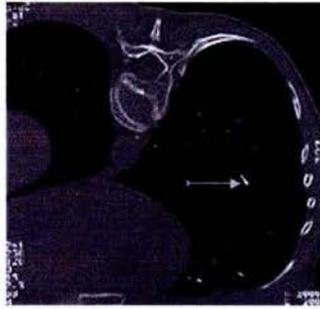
Embolismo pulmonar del PMMA. (vista axial por TAC)
